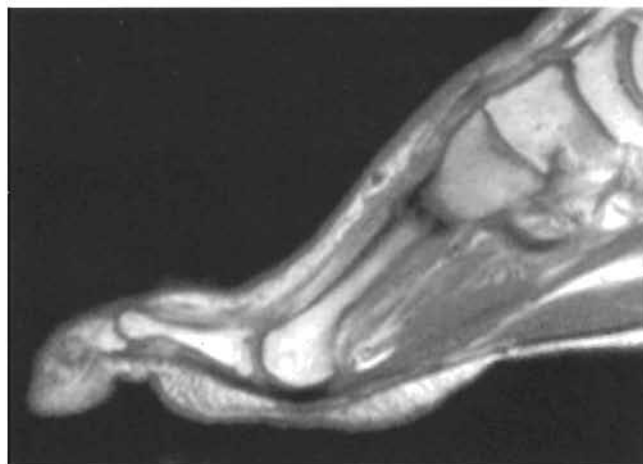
Valoración mediante resonancia magnética de una fractura de estrés del primer metatarsiano.
